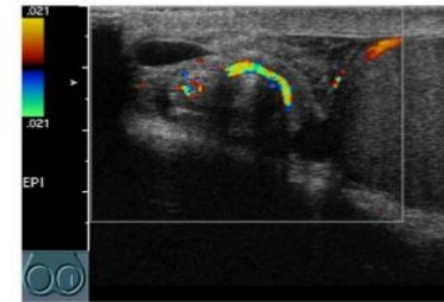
Mass seen in Figure 2 when evaluated with color Doppler from a different angle is revealed to be the cork-screwed spermatic cord.
